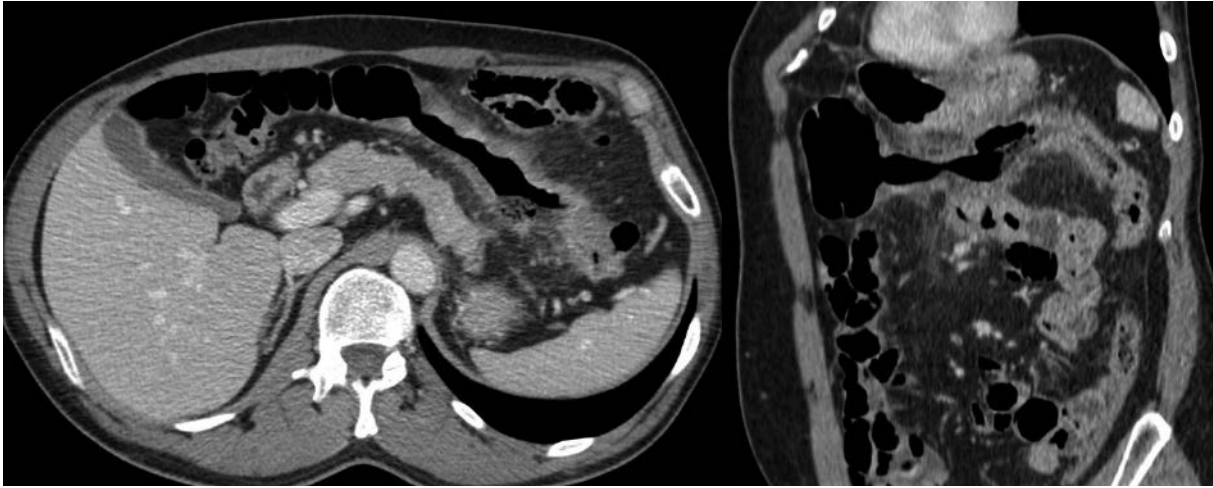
КТ органов брюшной полости. Сохраняющееся утолщение стенок поперечной ободочной кишки
